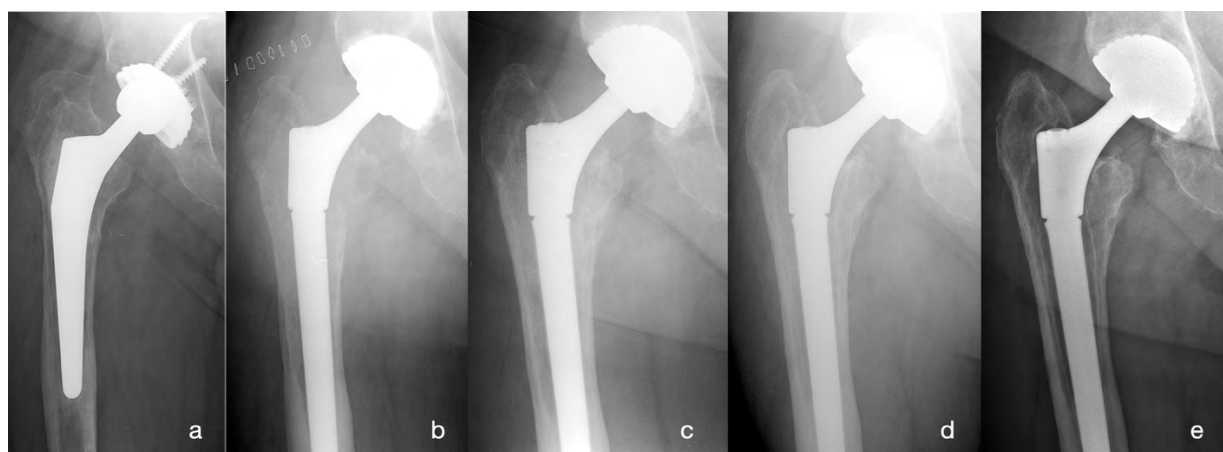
Enfoncement précoce et stable. Radiographie préopératoire (a), radiographie postopératoire immédiat (b), 3mm d'enfoncement précoce à 2 mois (c), stable à 1 an (d), puis à 5 ans (e) de suivi.
